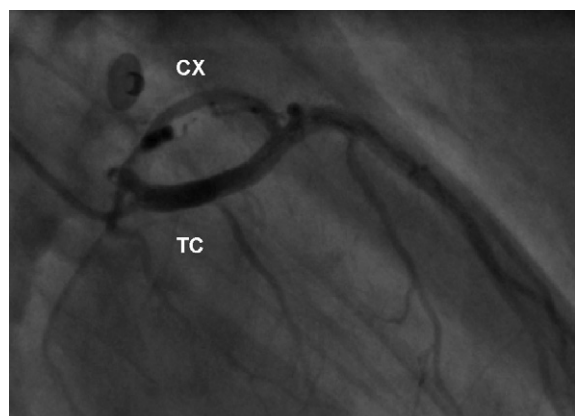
Tronc commun ectopique à partir du sinus droit avec un trajet intraseptal (incidence oblique antérieure droite). Le tronc commun (TC) et la circonflexe (CX) forment une image d'œil. Présence d'une artère septale naissant du tronc commun.
